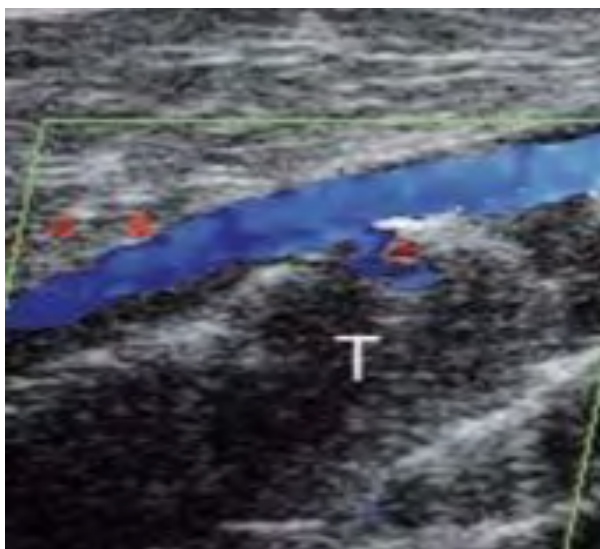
Οξεία θρόμβωση της επιπολούς μηριαίας αρτηρίας σε τμήμα που φέρει αθηρωματική πλάκα. Ο ασθενής εμφανίστηκε με ισχαιμία κάτω άκρου και δε βρέθηκε κανείς αιτιολογικός παράγων κατά τη διερεύνηση, πλην της αθηρωματικής πλάκας. Η τιτάνωση με την ακουστική σκιά βρίσκονται πάνω από τη θρόμβωση Δεν ανεδείχθησαν ούτε ροή ούτε σήμα Doppler. Η ιγνυακή αιματώνονταν από κλάδους της εν τω βάθει μηριαίας αρτηρίας..
